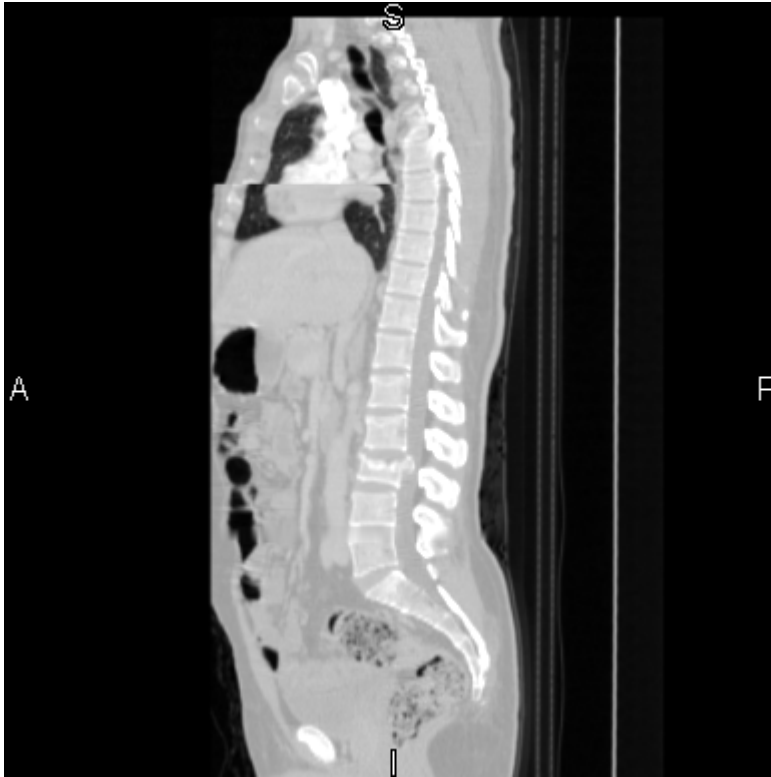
Preoperativ CT. Lumbal columnafraktur med forsnevring av spinalkanalen.
